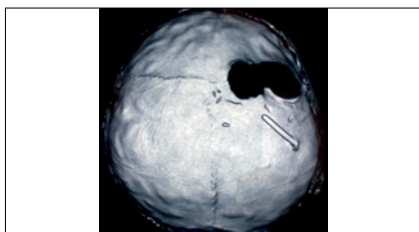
Tomografía computarizada de cráneo con reconstrucción tridimensional 3D a los 5 años de edad post-trauma. Vista tabla interna.
